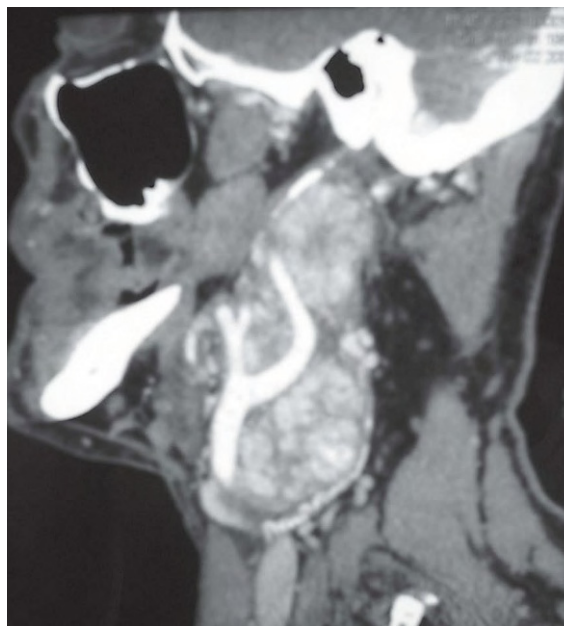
Tomografia komputerowa z kontrastem przedstawiająca przyzwojaka krtani zlokalizowanego w okolicy lewego fałdu nalewkowo-nagłośniowego, silnie wzmacniającego się po podaniu kontrastu
